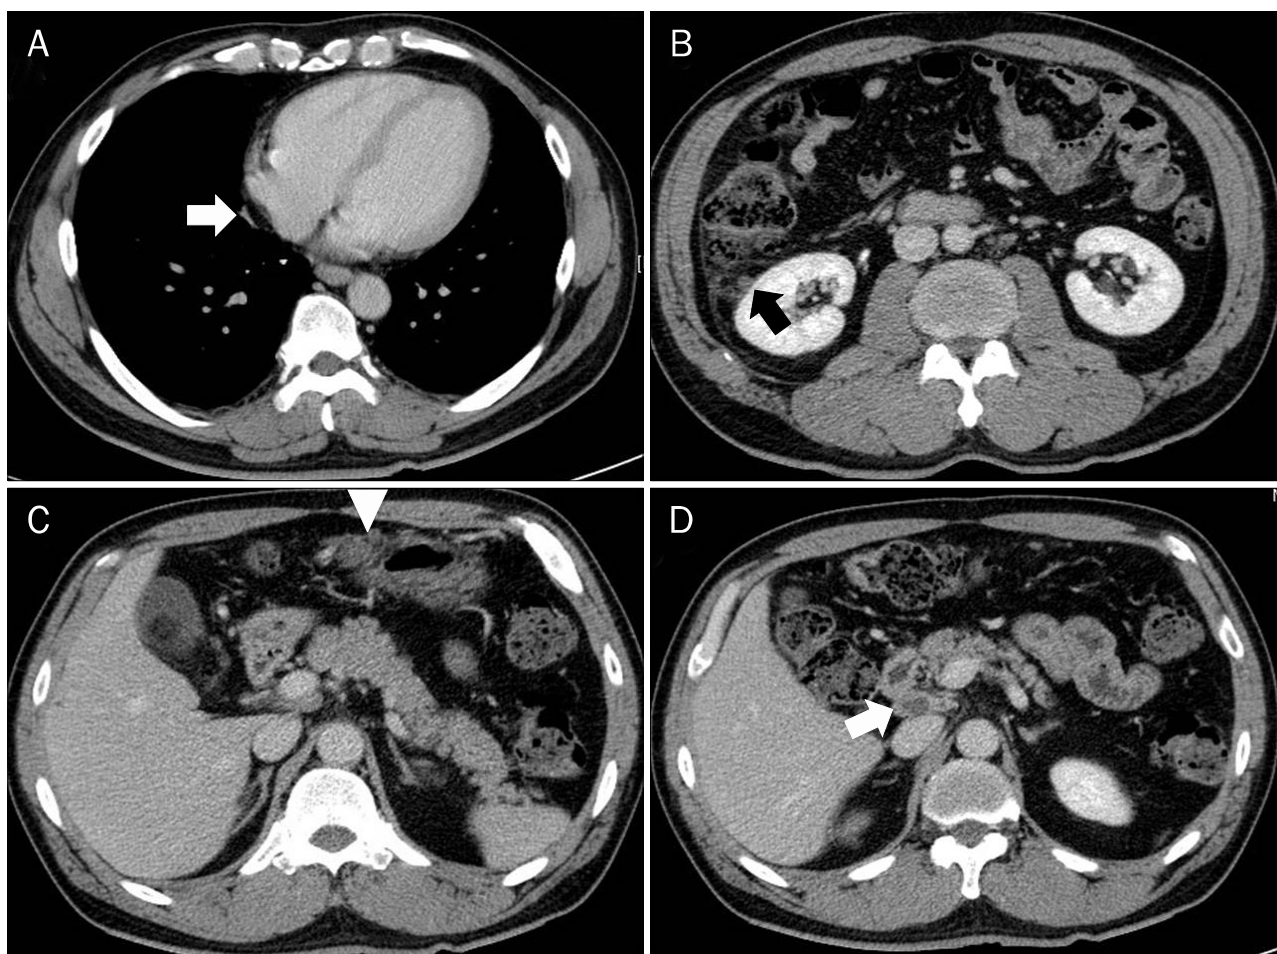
Follow-up CT scans of chest and abdomen. (A-D) Fifteen months later after chemotherapy, chest and abdomen CT scans reveal much decreased mass lesions (black and white arrows and arrowhead).
